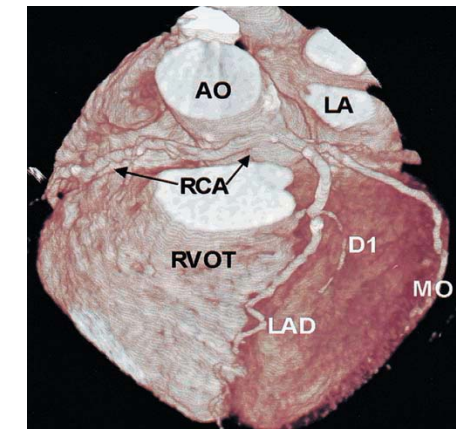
4-Zeilen-CT (Lancet 2001)
